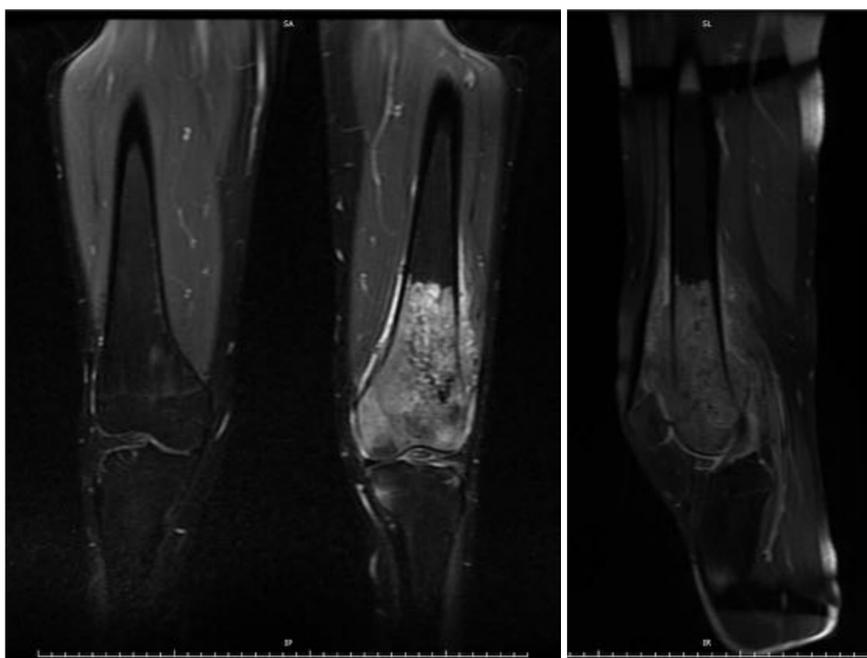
Varón, 16 años. RM, secuencia STIR. Osteosarcoma en epífisis distal del fémur izquierdo
